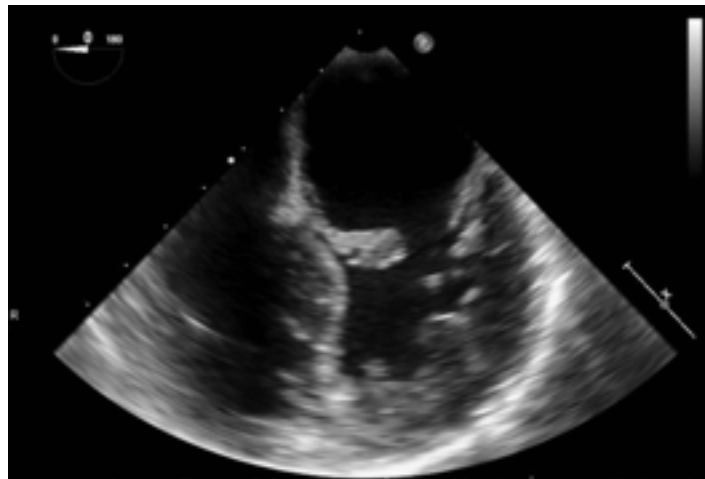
Ecocardiografía transesofágica diagnóstica: verruga endocárdica en velo anterior mitral.
